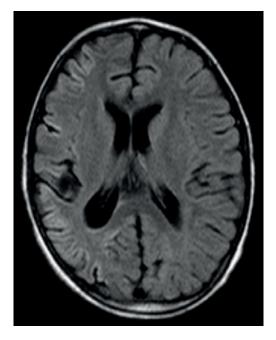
Пациент 2, Владимир С. МРТ (A – T2, Б – FLAIR) через 3 мес. после эпилептического статуса. Признаки атрофии правого полушария.
